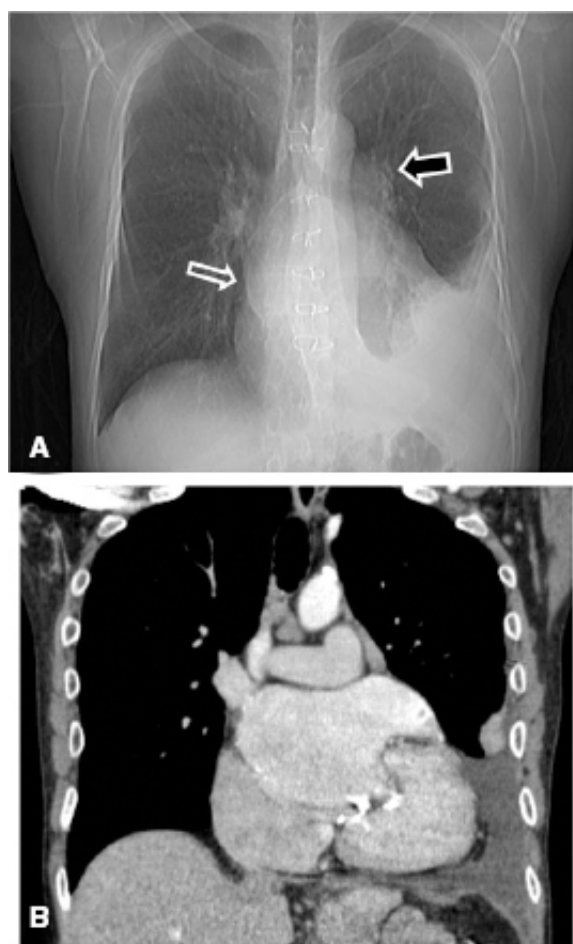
Radiografia de tórax em PA (A) e imagem coronal de TC de tórax em janela de mediastino após a injeção do meio de contraste iodado (B). O principal achado é o aumento do átrio esquerdo que se reflete no duplo contorno à direita (*seta vazada*). Abaulamento do arco médio no contorno mediastinal esquerdo (*seta preta*), aspecto que sugere hipertensão pulmonar.
